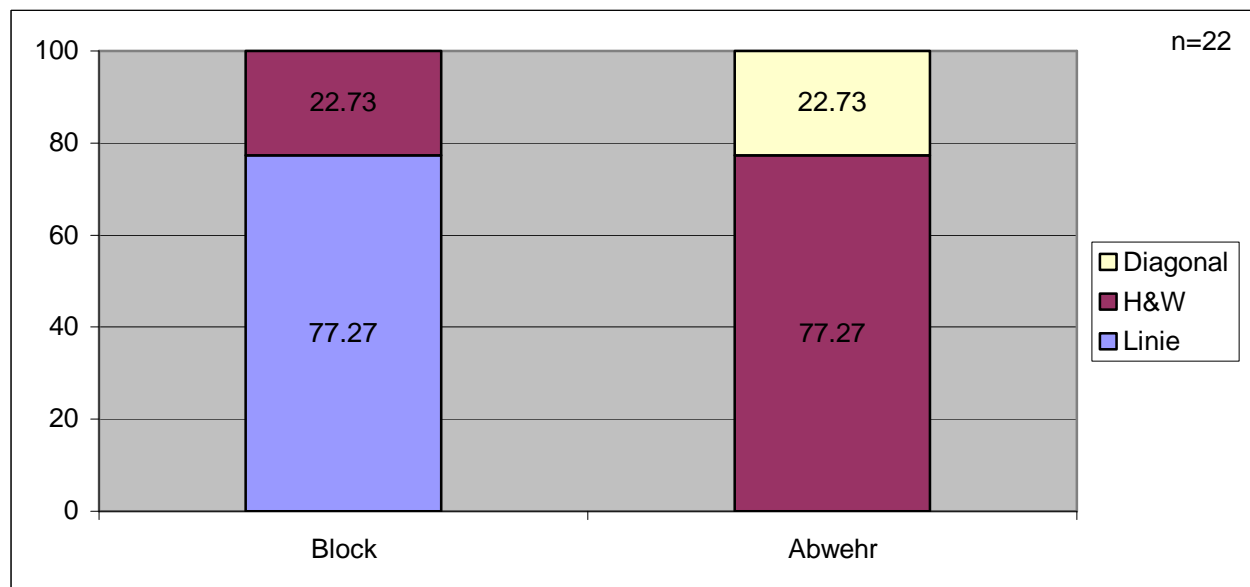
Raumaufteilung in Fake Block-Situationen bei Doppler-Gartmayer (Angaben in %)
